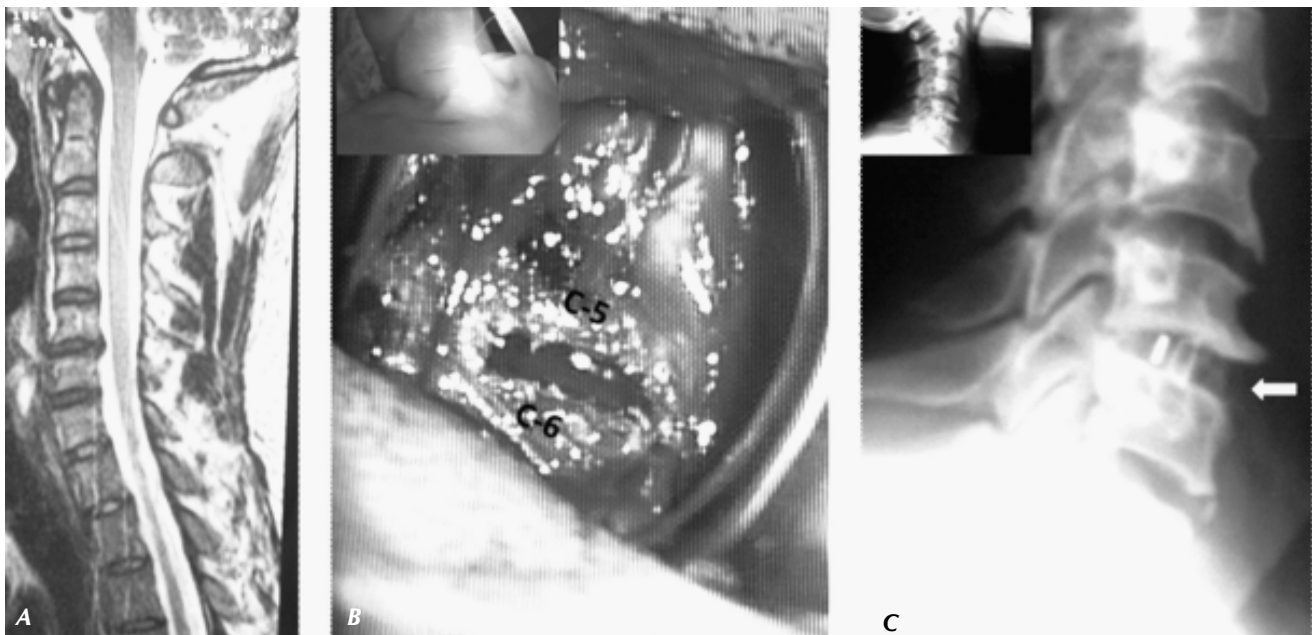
Imagen prequirúrgica y posquirúrgica. A) Imagen RM cervical con discopatía C5-C6. B) Imagen transquirúrgica que muestra abordaje anterior derecho con discoidectomía microquirúrgica. C) Imagen que muestra corrección de lordosis cervical, puentes óseos y localización de la caja implantada mediante marcas de titanio (flecha).
